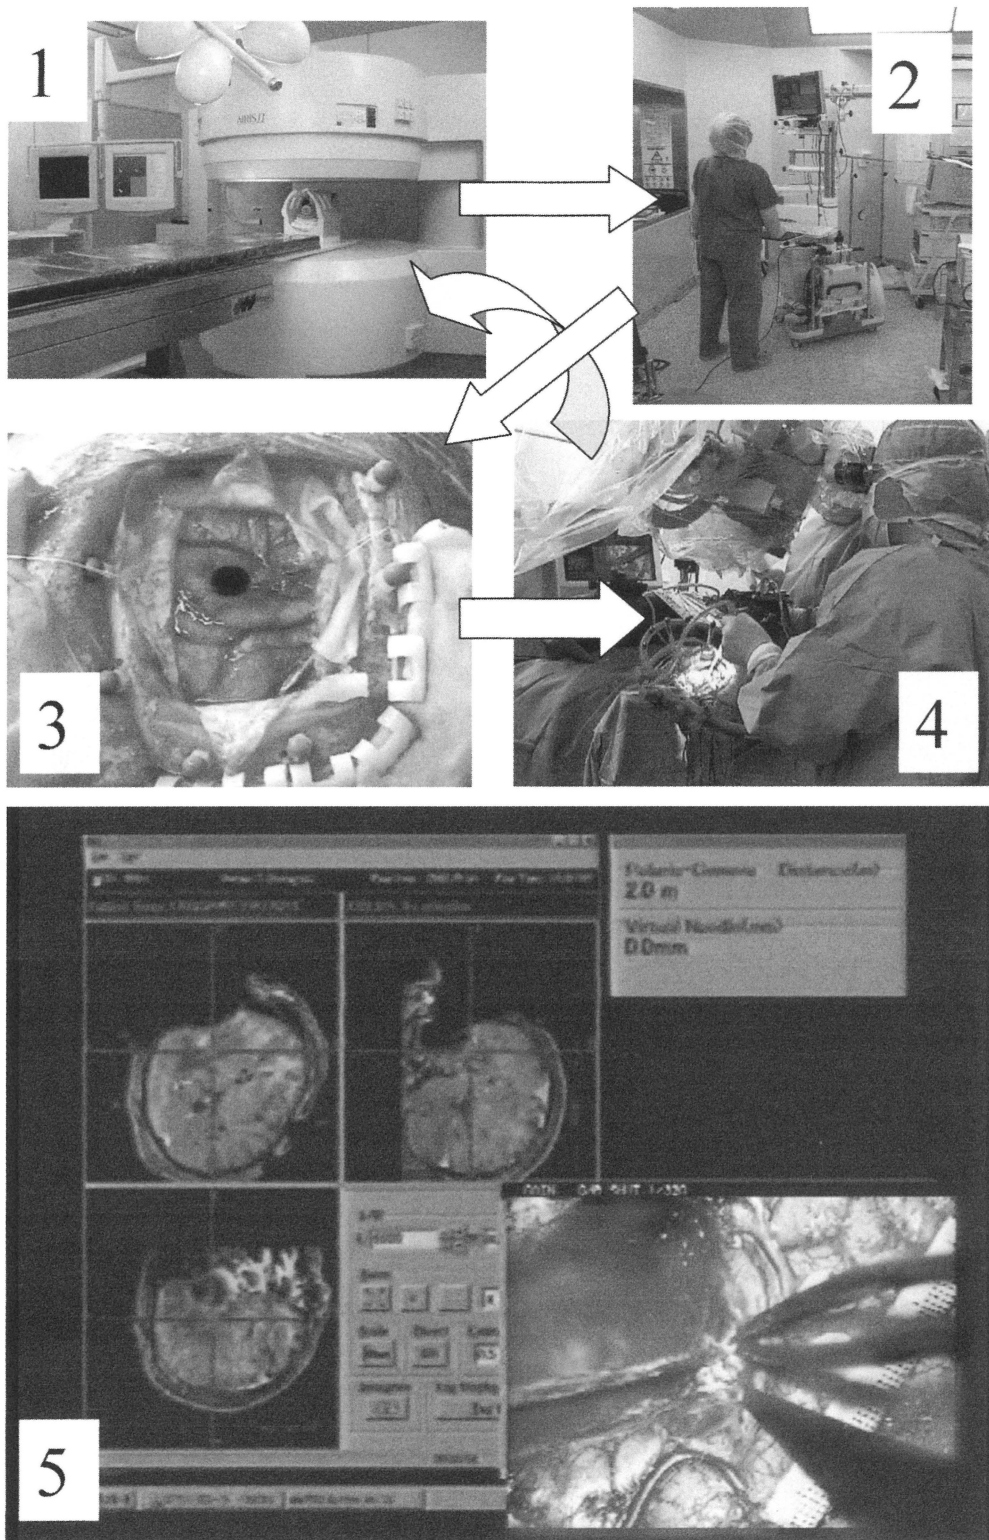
リアルタイムナビゲーションの実際：(1) 術中MRIを撮影。(2) ネットワークによりPRSナビのコンピュータに転送。(3) 基準マーカを登録。(4) 最新画像データで腫瘍摘出。(5) ナビゲーション画面。症例は38歳言語野悪性神経膠腫の患者。PRSナビゲーターが吸引管先端を示している(十字交叉：矢印)。Picture in Pictureした顕微鏡画面も同時表示できる(画面右下)。覚醒下手術にて言語野を確認しナビゲータで腫瘍を全摘した。
